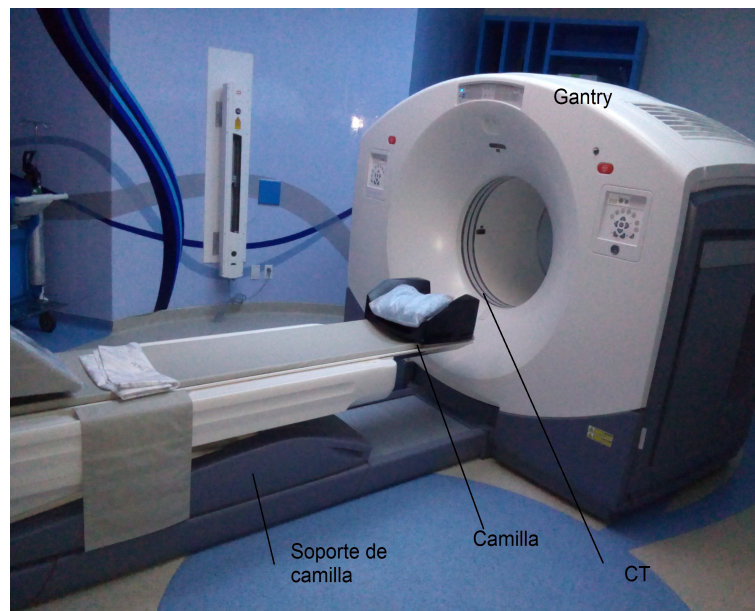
Equipo PET-CT del INCMNSZ.
